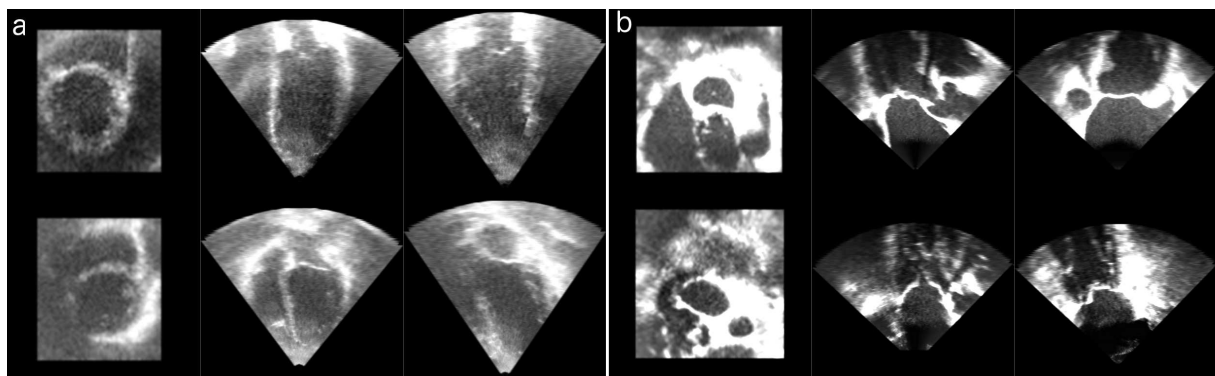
Ejemplo de ecocardiografías adquiridas de forma transtorácica (a) y transesofágica (b).
